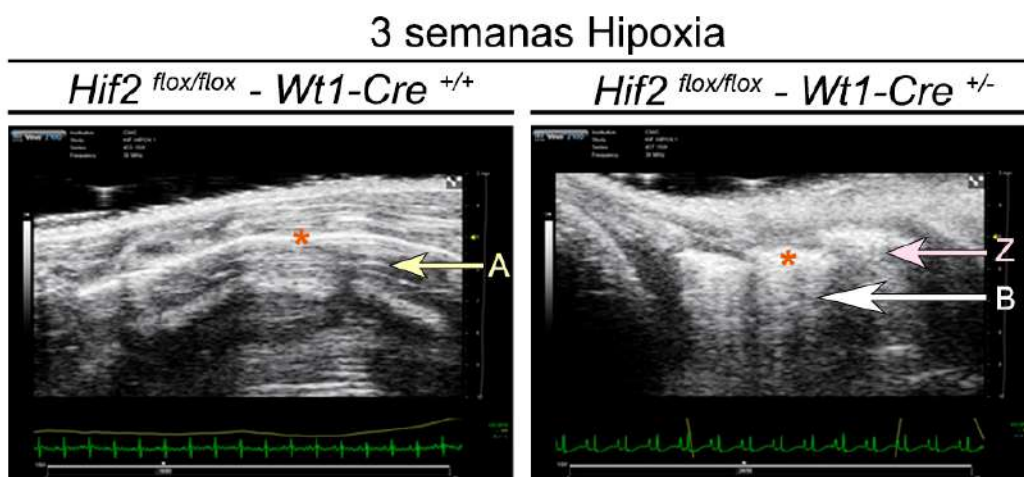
Caracterización funcional del pulmón por ecografía. Imágenes representativas del plano longitudinal de un pulmón de ratón control (*Hif2^{flox/flox}-Wt1-Cre^{+/+}*, panel izquierdo) y un ratón mutante *Hif2/Wt1* cKO (*Hif2^{flox/flox}-Wt1-Cre^{+/-}*, panel derecho) tras 3 semanas de exposición a hipoxia. Los asteriscos naranjas indican en ambas imágenes la localización de la pleura. Las flechas indican los tipos de líneas que pueden apreciarse en cada imagen. En la imagen de la izquierda las únicas bandas que se ven son horizontales, correspondientes a bandas A, propias de un pulmón con aire. En la imagen de la derecha se pierden las bandas A y aparecen tanto bandas B (largas y verticales) como bandas Z (pequeñas, pegadas a la pleura), ambas perpendiculares a la pleura e indicativas de líquido libre en el pulmón.
